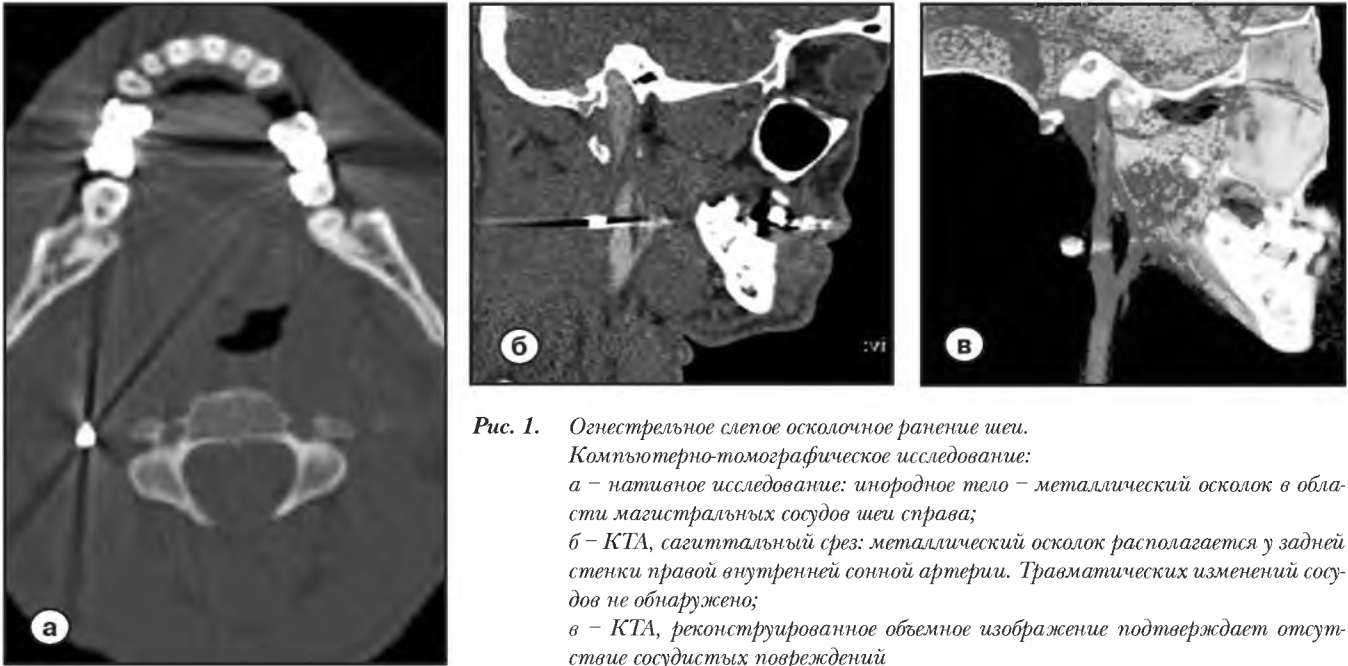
Огнестрельное слепое осколочное ранение шеи. Компьютерно-томографическое исследование: а – нативное исследование: инородное тело – металлический осколок в области магистральных сосудов шеи справа; б – КТА, сагиттальный срез: металлический осколок располагается у задней стенки правой внутренней сонной артерии. Травматических изменений сосудов не обнаружено; в – КТА, реконструированное объемное изображение подтверждает отсутствие сосудистых повреждений
